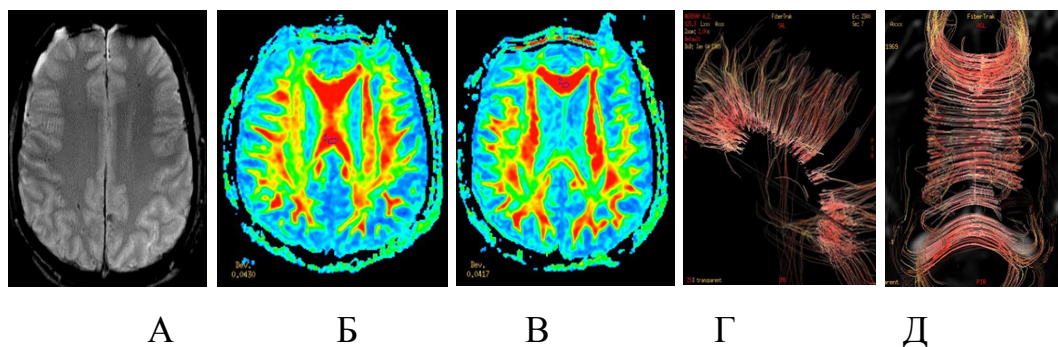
ДТР МРТ пациента Ч. Точечные кровоизлияния в суправентрикулярном белом веществе (А); - снижение КФА (до 0,67) в стволе мозолистого тела (Б); нормальный уровень КФА (0,85) в колене мозолистого тела (В); частичный обрыв проводников задней трети ствола мозолистого тела (Г, Д)
